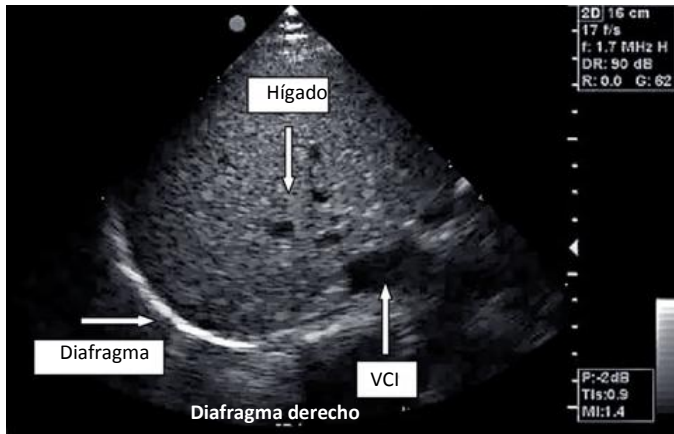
Enfoque ecográfico de los hemidiafragmas derecho e izquierdo. A: El hígado y el bazo fueron utilizados como ventanas acústicas. B : el transductor debe estar inclinado cranealmente para que el haz de ultrasonido alcance perpendicularmente la parte posterior del diafragma.
